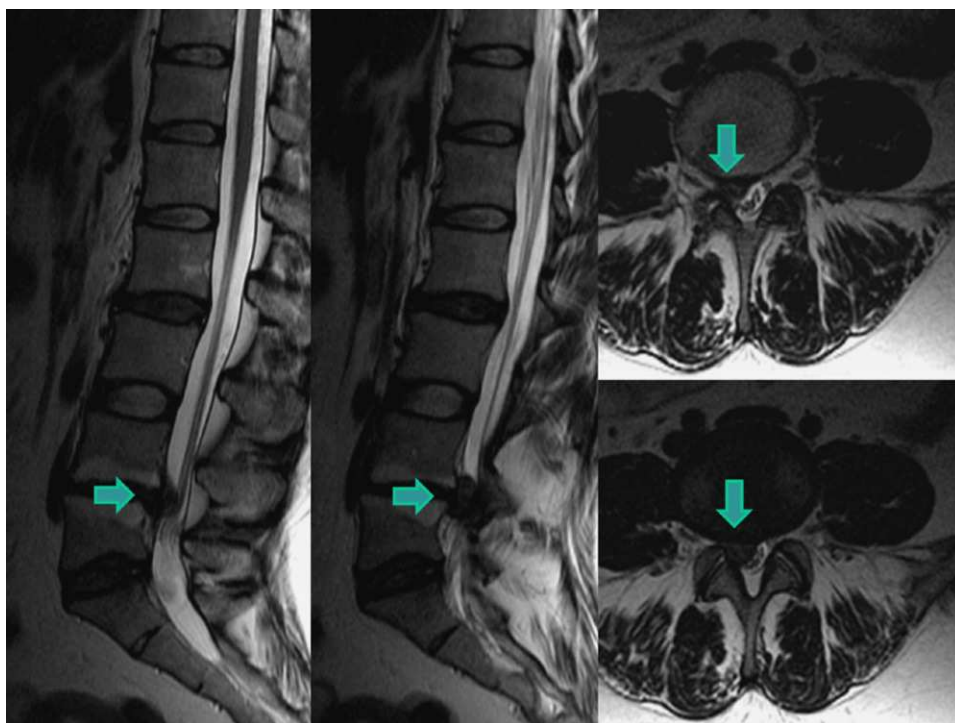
Resonancia magnética. Imágenes sagital y axial ponderadas en T2. Extrusión paracentral y foraminal derecha (flechas).
